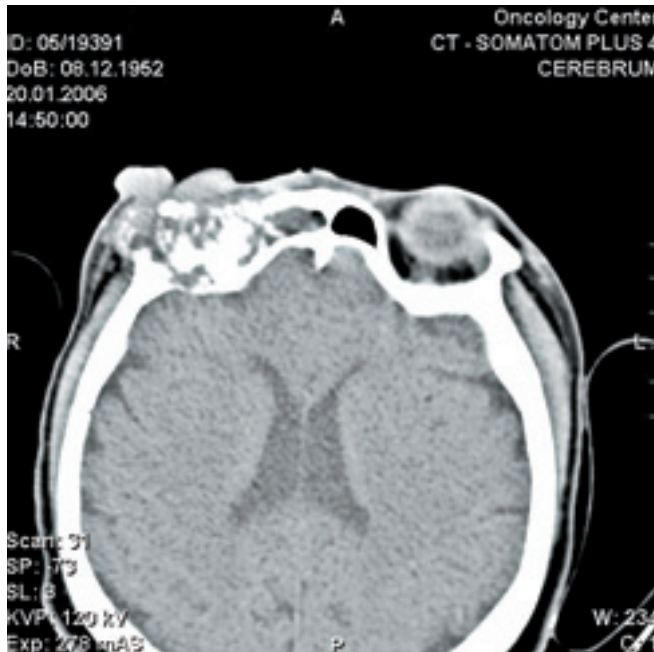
КТ лицевого скелета, головного мозга. Определяется распространение опухолевого процесса в переднюю черепную ямку, полость орбиты, лобную пазуху справа
